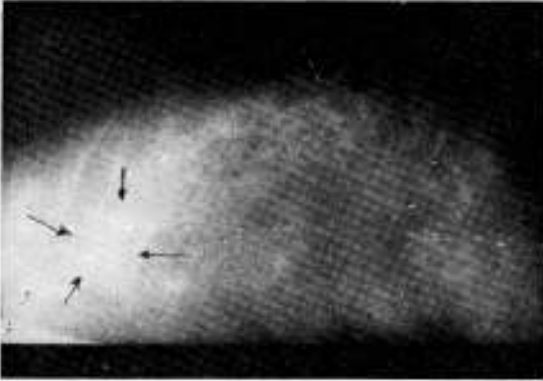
Radiografía de mama derecha.
